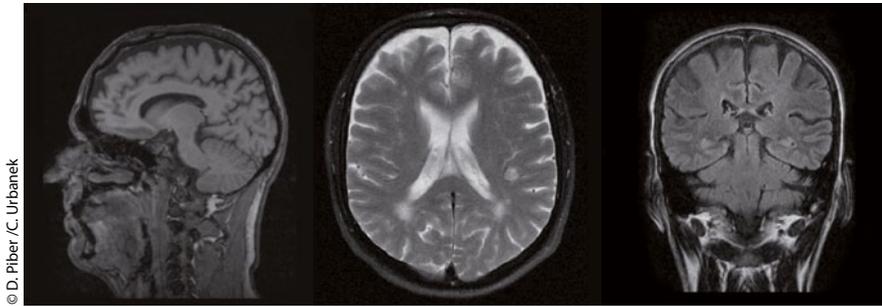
Kraniale MRT in sagitaler, transversaler und coronaler Schnittebene. Die fleckförmig bis konfluierende supratentorielle Leukenzephalopathie ist mit einer HIV-Enzephalopathie vereinbar. Differenzialdiagnose: mikroangiopathische Genese.
